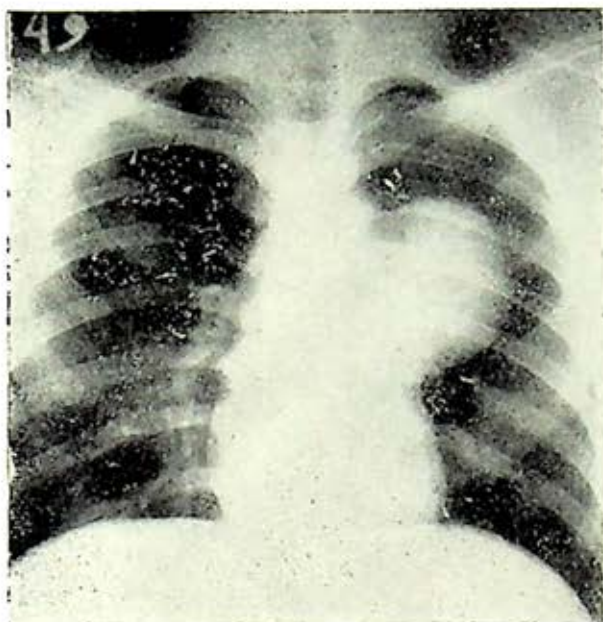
La radiografía muestra tumor con insinuación izquierda, de bordes netos y densidad uniforme. (Referencia 60).
